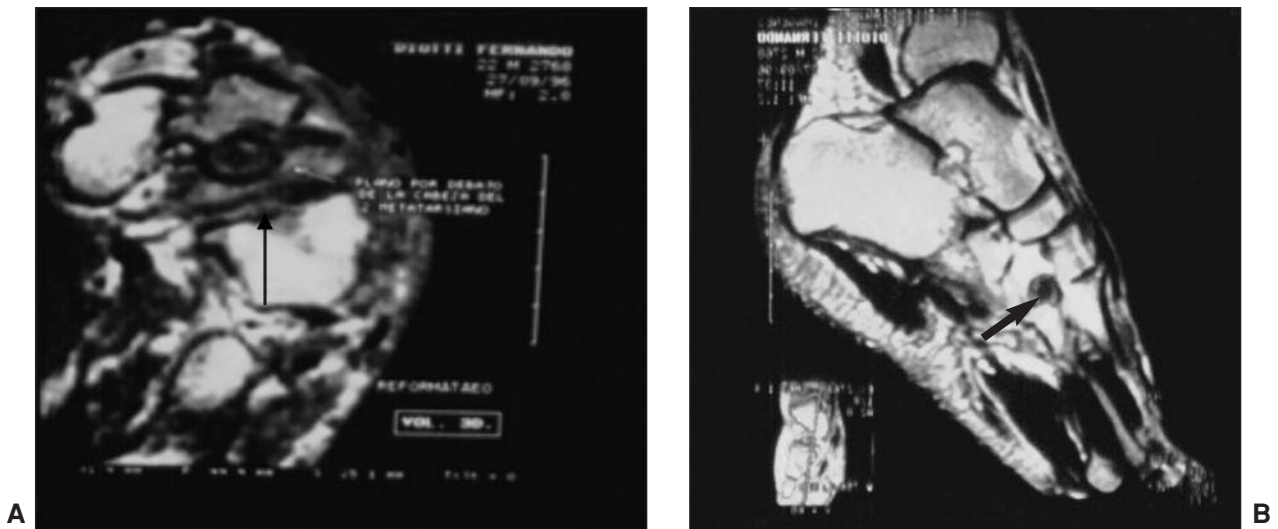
A y B. RM. Osteoblastoma de la tercera cuña.
